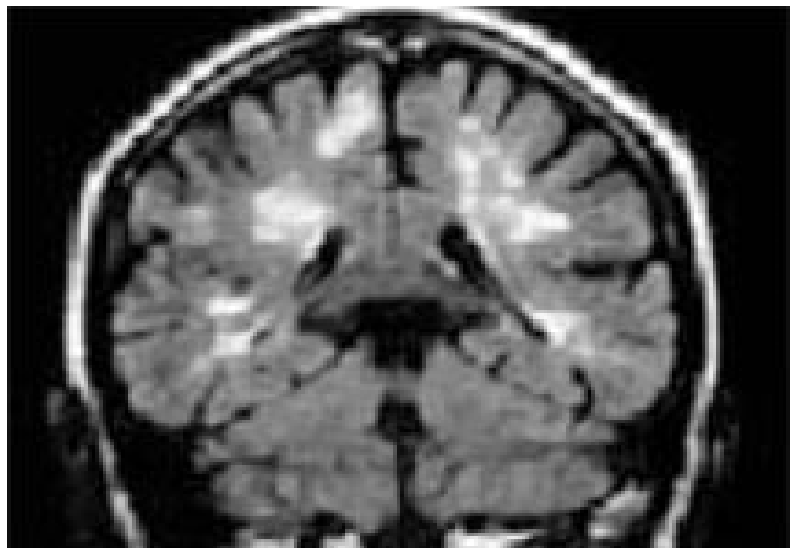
IRM en séquence FLAIR : hypersignaux à prédominance périventriculaire.
